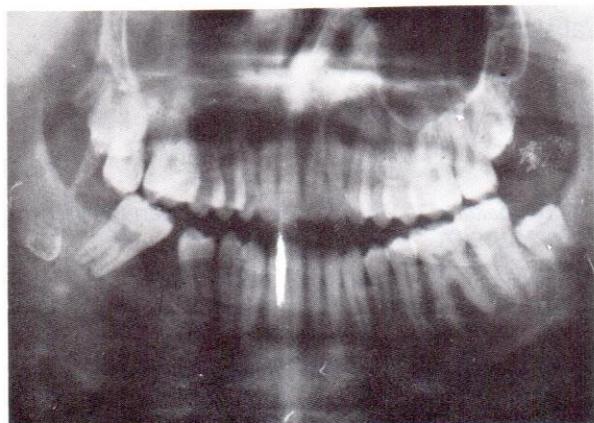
Kiston ameliyattan 6 ay sonraki ortopantomografisi.
